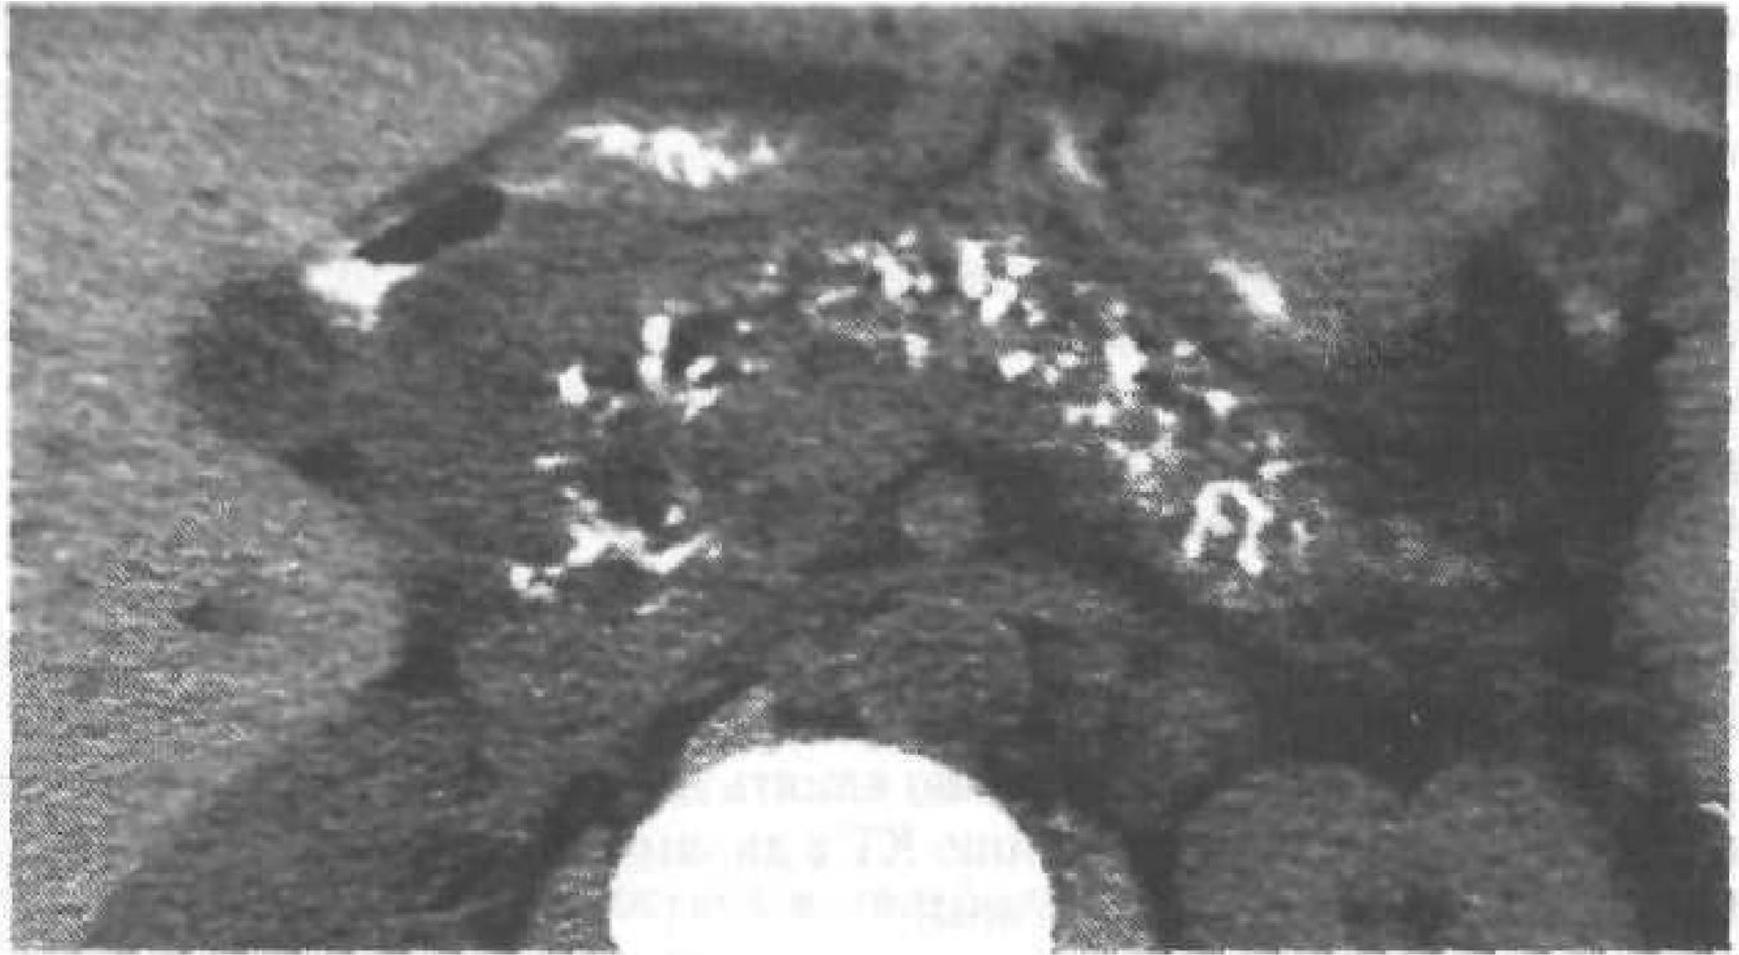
КТ. Хронический кальцифицирующий панкреатит. В структуре поджелудочной железы видны диффузно расположенные множественные включения известковой плотности.
